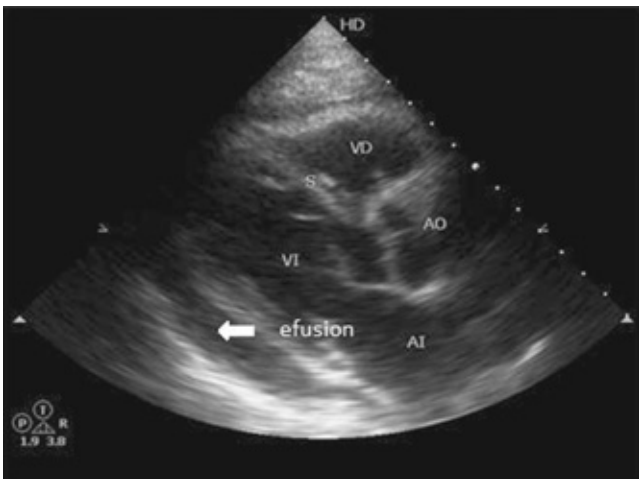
Ecocardiograma del paciente con pericarditis tuberculosa mostrando dilatación del ventrículo derecho más líquido pericárdico sin datos de taponamiento.
